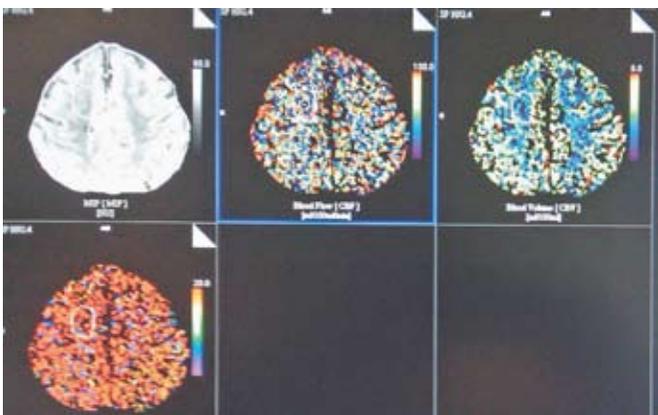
МСКТ-перфузия головного мозга у пациента Н., 72 лет, после каротидной эндартерэктомии. Улучшение перфузионных показателей в глубоких отделах правой лобной доли (обведено в той же проекции).
